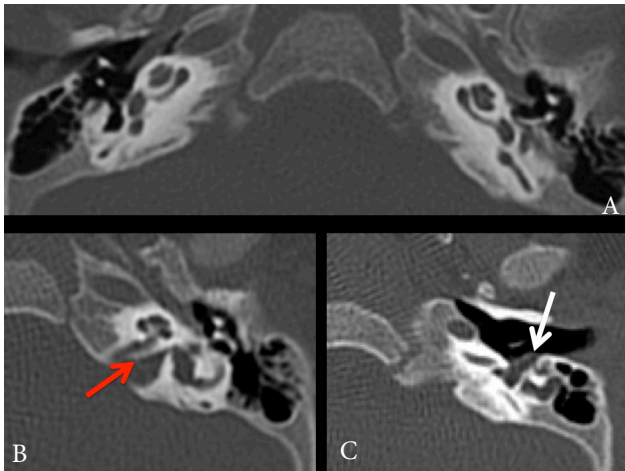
Axial CT scan, bone window, at the level of the cochleae (A), depicting a relatively normal and symmetrical anatomy; left ear, at the level of the internal ear canal (B), showing an enlarged canal and the prominent falciform crest (red arrow); and at the level of the epitympanum (C) depicting the lipomatous mass extending into the posterior middle ear (white arrow).
